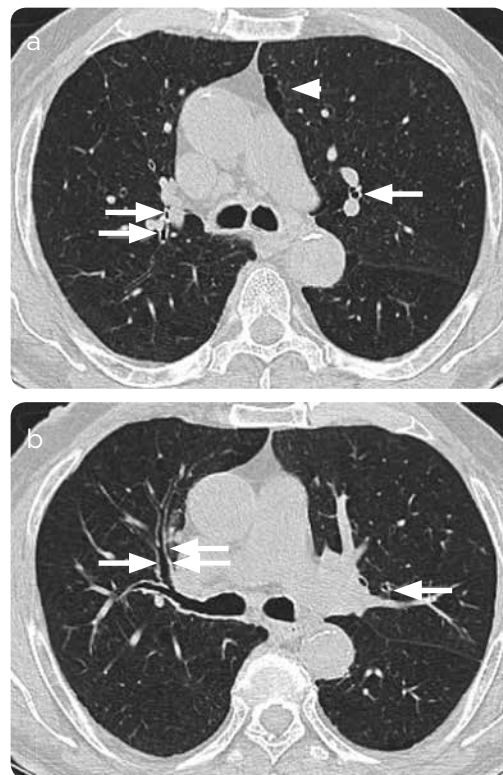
Tomografía de tórax, ventana de pulmón a) en la carina y b) en bronquios fuente: algunas áreas de engrosamiento de paredes bronquiales relacionadas con bronquitis crónica (flechas) en paciente con antecedente de tabaquismo pesado y EPOC. Discretas áreas de enfisema paraseptal en lóbulo superior izquierdo (cabeza de flecha).
